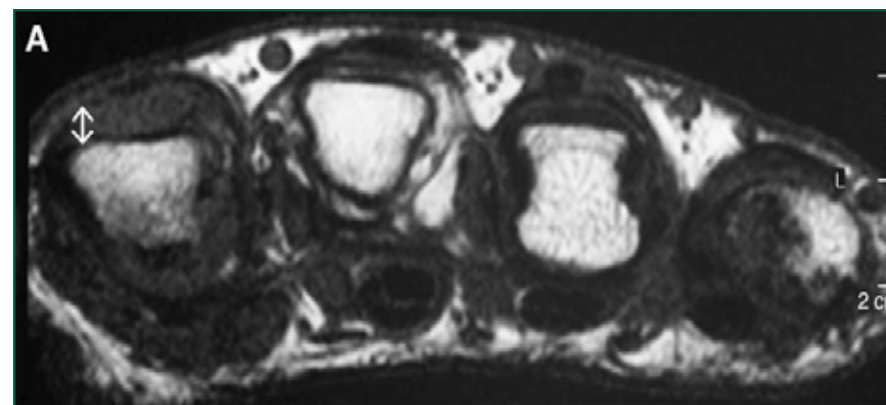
Synovite du 2^{ème} MCP à l'IRM
